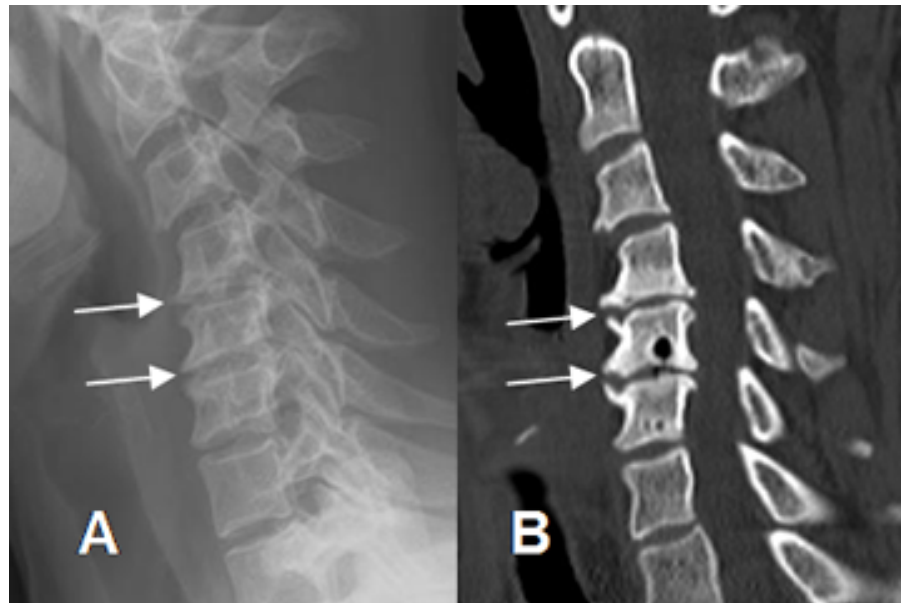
Parámetro osteofito en A. Rayos X y B. por RMN
